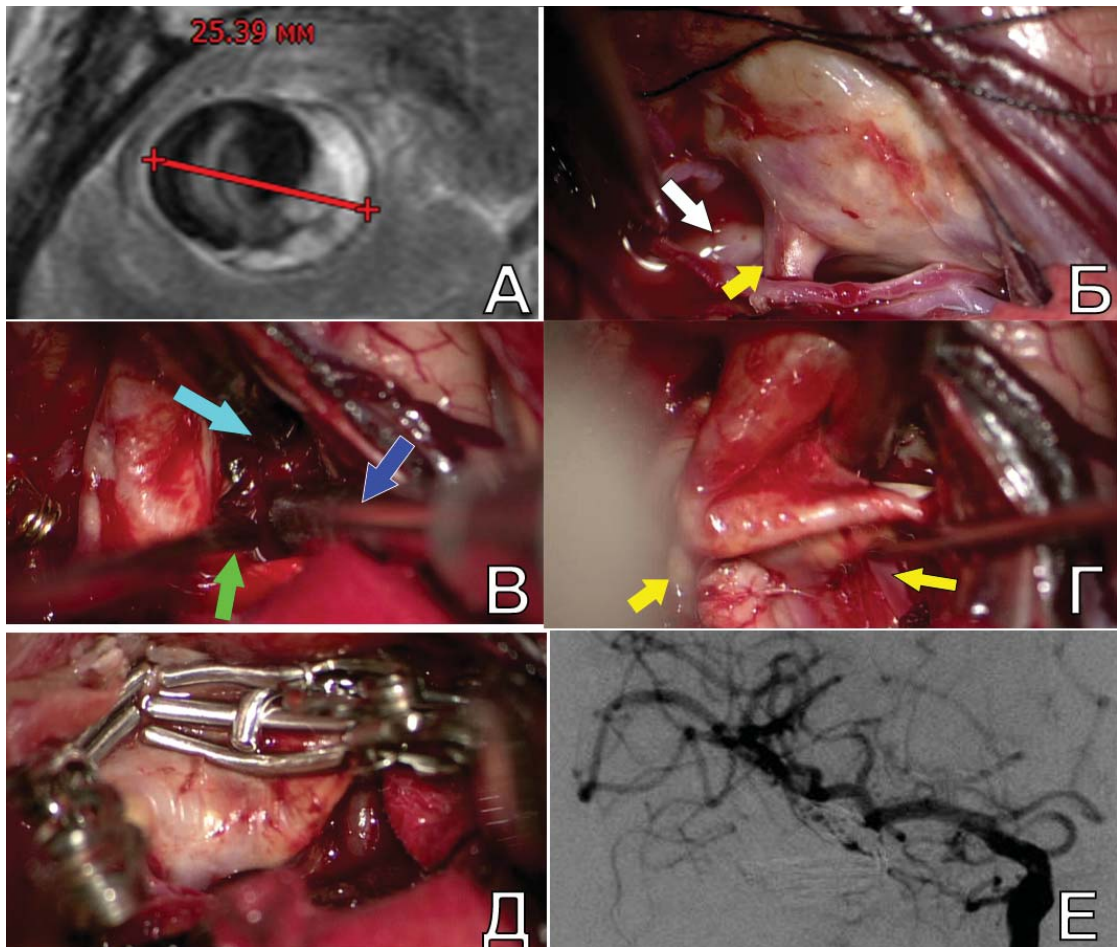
Клипирование и ТЭ при гигантской ЧТА СМА на фоне проксимального ВК у пациента С., 56 л. А. МРТ до операции: видна гигантская ЧТА правой СМА; Б. интраоперационное фото: вид аневризмы после препаровки СЩ. Белой стрелкой указан М1-сегмент, желтой – лобный М2-сегмент СМА; В. ТЭ в условиях ВК М1-сегмента правой СМА. Зеленой стрелкой обозначен аспиратор в левой руке хирурга. Синей стрелкой указан ультразвуковой деструктор в правой руке хирурга. Голубой стрелкой указан аспиратор, которым манипулирует ассистент; Г. значительная релаксация мешка аневризмы после ТЭ. Стрелками обозначены М2-сегменты; Д. результат тандемного клипирования аневризмы 6-ю клипсами; Е. ЦАГ п/о: отмечается полное выключение аневризмы
